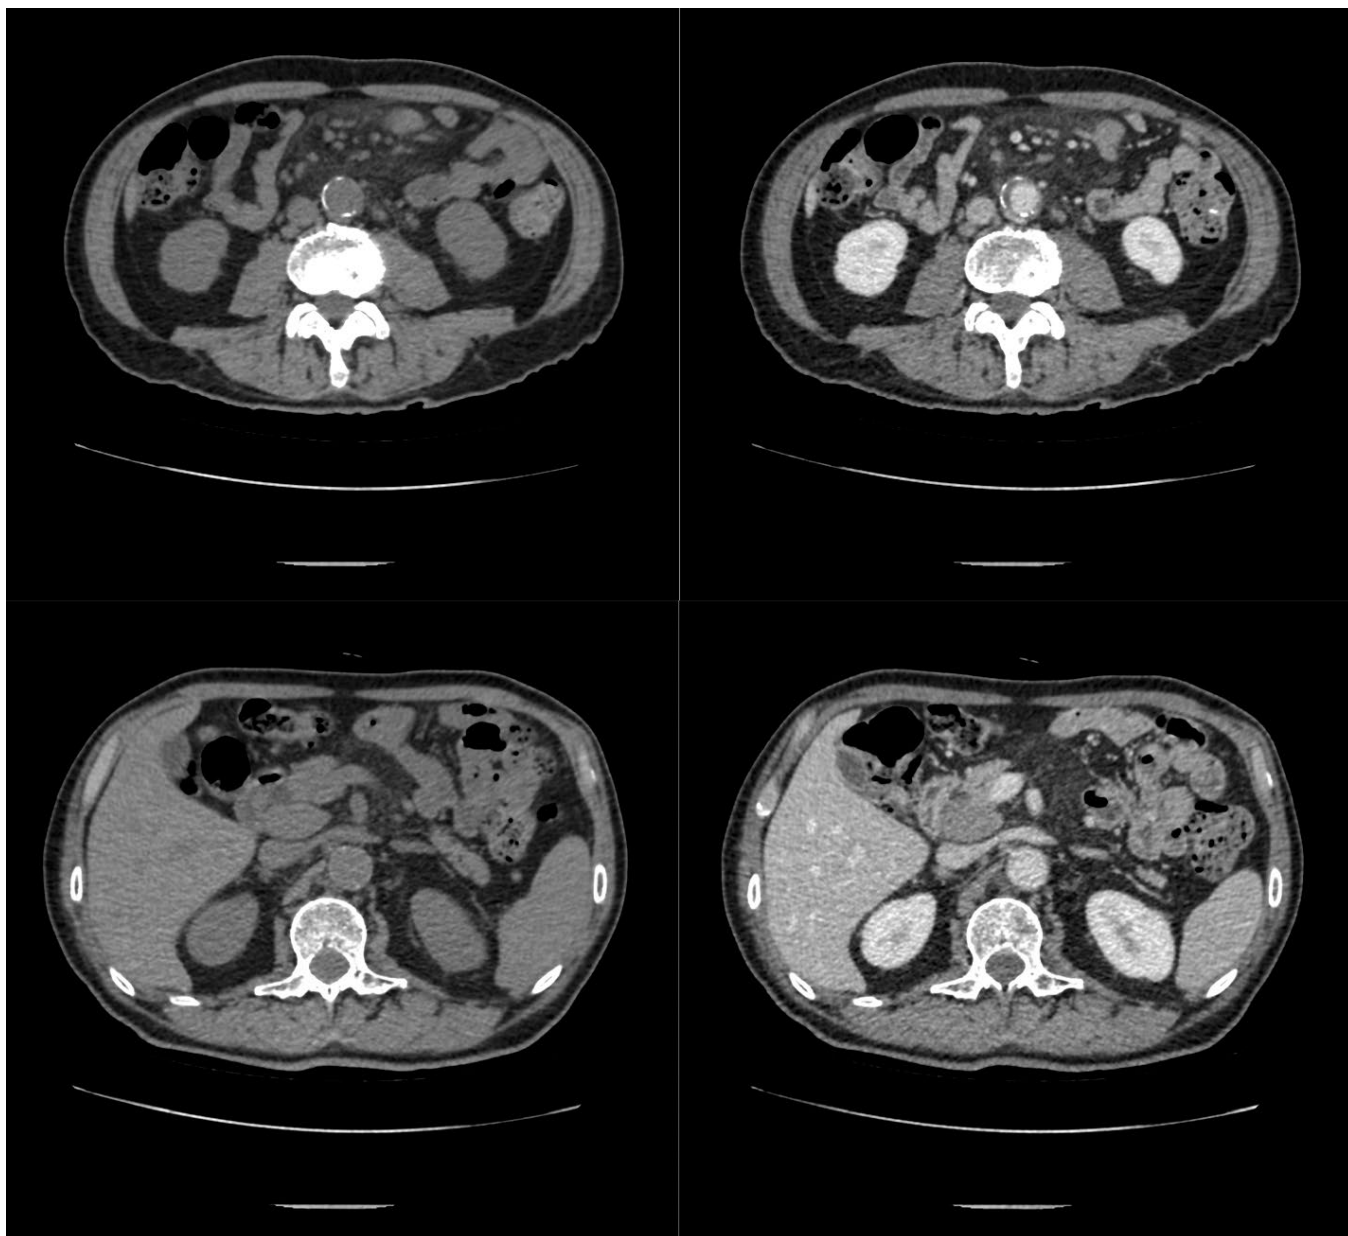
Компьютерная томография с контрастным усилением всего тела у пациента А., 76 лет, с впервые диагностированной ДВКЛ
